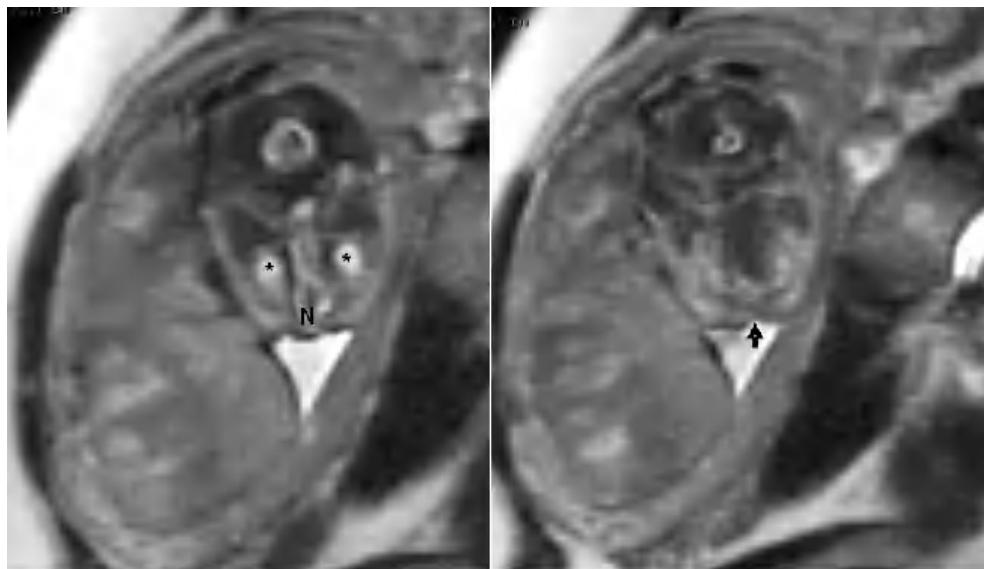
Resonancia magnética. Secuencia HASTE en plano transversal. Globos oculares pequeños y hundidos (\*), nariz rudimentaria (N) y labio leporino (flecha).
